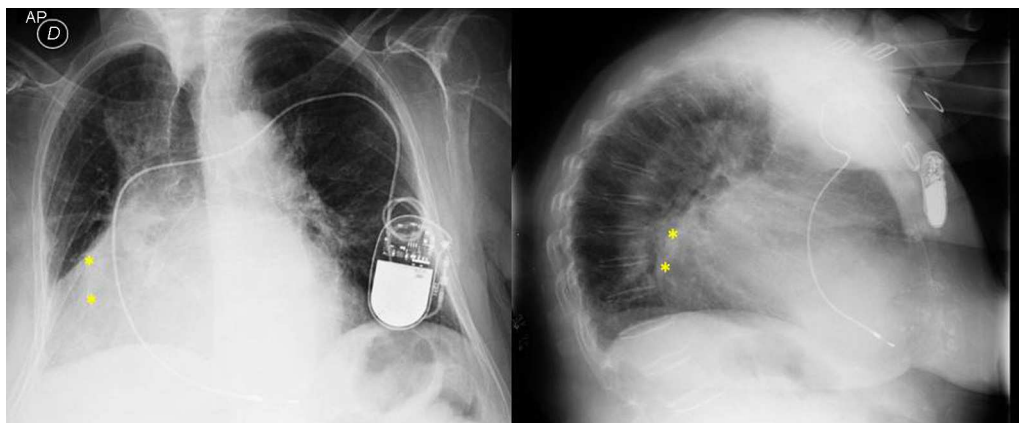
Radiografía de tórax: destaca una cardiomegalia con ICT > 7, desplazamiento de la silueta cardíaca a la derecha, así como datos indirectos de crecimiento auricular izquierdo (asteriscos).
